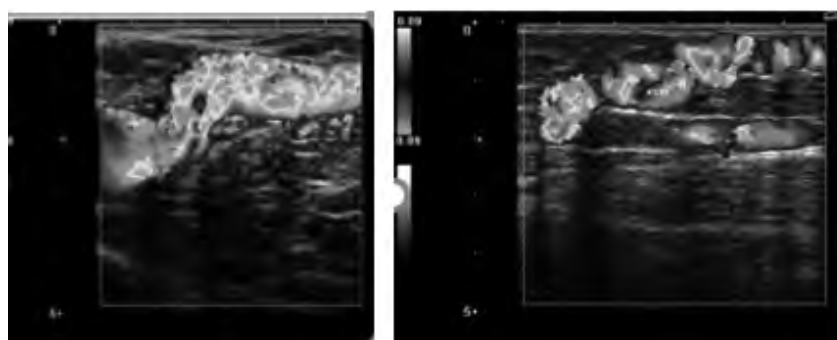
Ехосонаграма: Патологічний рефлюкс через сафено-феморальне з'єднання по ходу стовбура та по притоку ВПВ при проведенні модифікованої проби Вальсальви (B+Doppler-mode)
